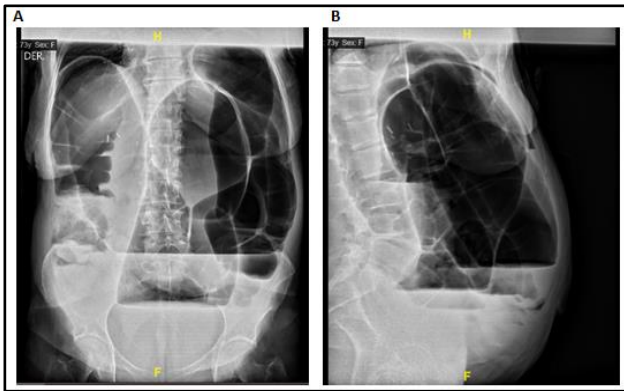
Radiografía de abdomen y pelvis en proyecciones anterior (A) y lateral (B), que muestran importante distensión de las asas intestinales y niveles hidroaéreos sin causa mecánica de obstrucción aparente.
